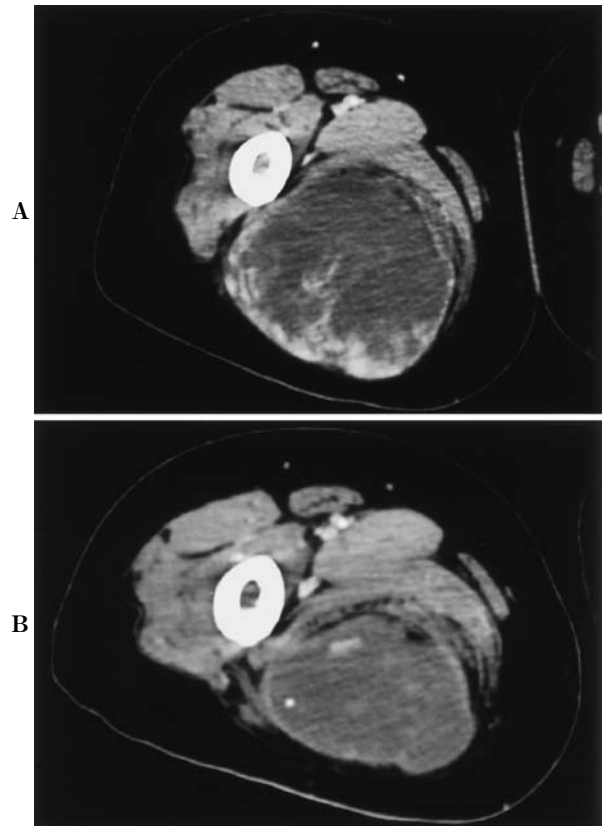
Leg CT scan showing a tumor of the thigh (A) which has not increased in size 5 months after concurrent chemoradiation therapy (CRT) (B).
